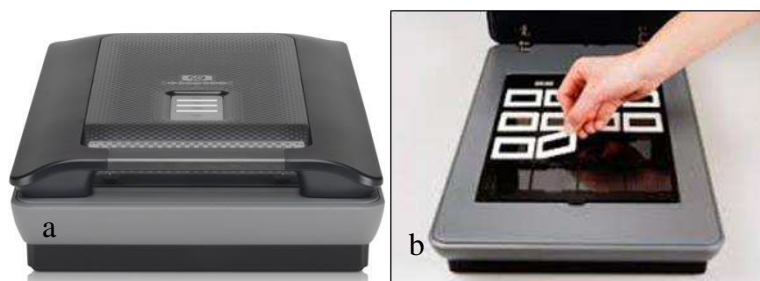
a: Vista externa del Scanner Scanjet G4050 utilizado y b: Forma en que se acomodaron las radiografías para ser escaneadas.
